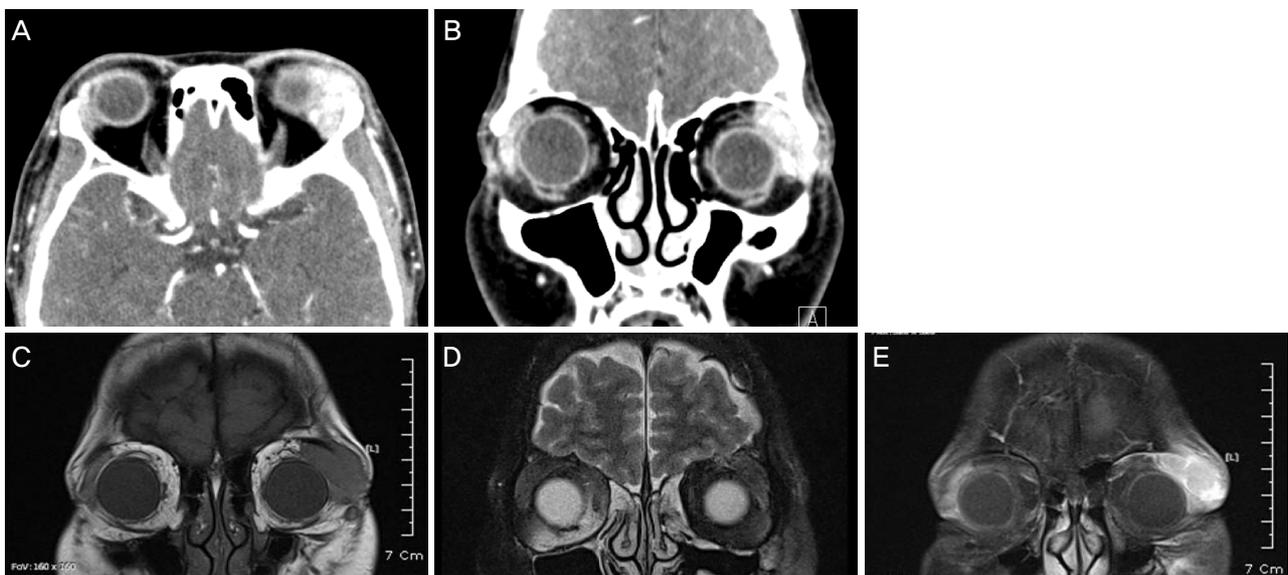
Radiologic findings. Preoperative axial (A) and coronal (B) views of the orbit computed tomography show well-enhanced tumor of left lacrimal gland with preserved bony structure and other adnexa. The mass shows iso-signal intensity on T1-weighted (C) and T2-weighted image (D) on orbital magnetic resonance imaging and the mass is well enhanced (E).
